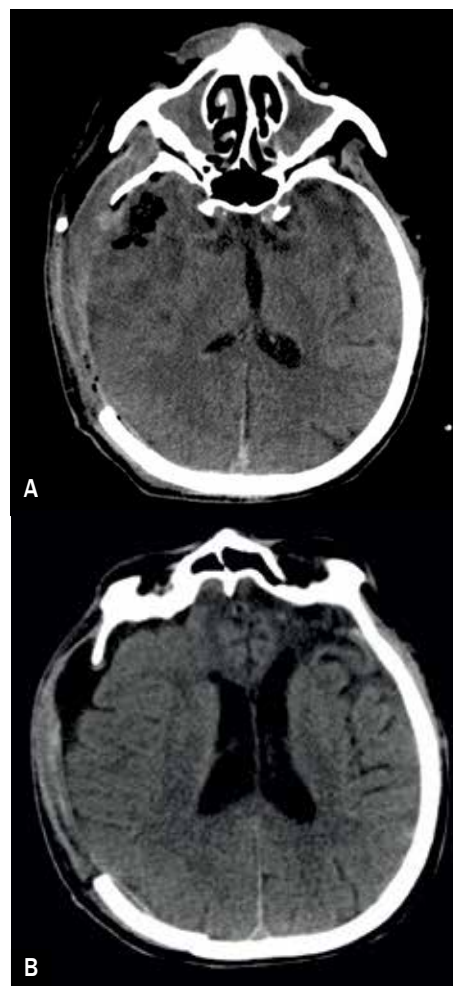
A, B. Tomografia komputerowa głowy – badanie przedoperacyjne. Widoczny krwiak przymózgowy w otoczeniu prawej półkuli oraz śródmózgowy w prawej okolicy skroniowej z wyraźnym efektem masy (na podstawie [7])
